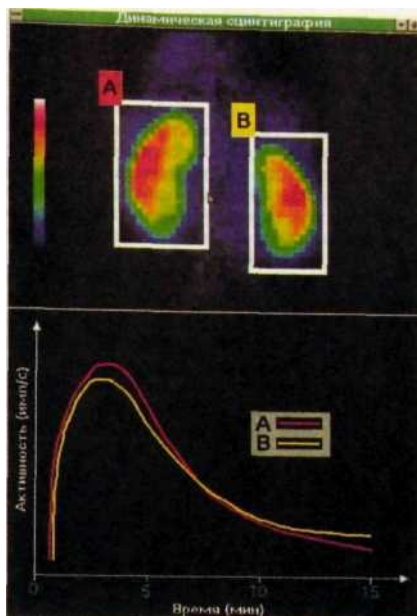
Сцинтиграфия почек. Выделение «зон интереса» и построение кривых функции почек (гистограмм). А — правая почка; В — левая.
